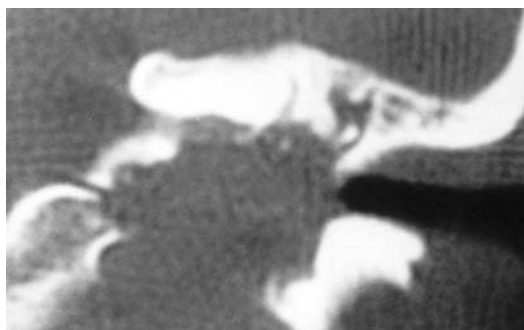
TC coronal de un condrosarcoma que destruye la porción inferior del peñasco.
